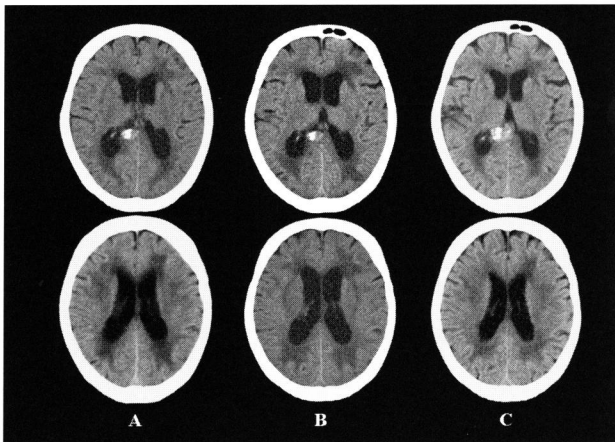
Pre and Post endovascular treatment (Changes of ventricular size. CT axial image).
